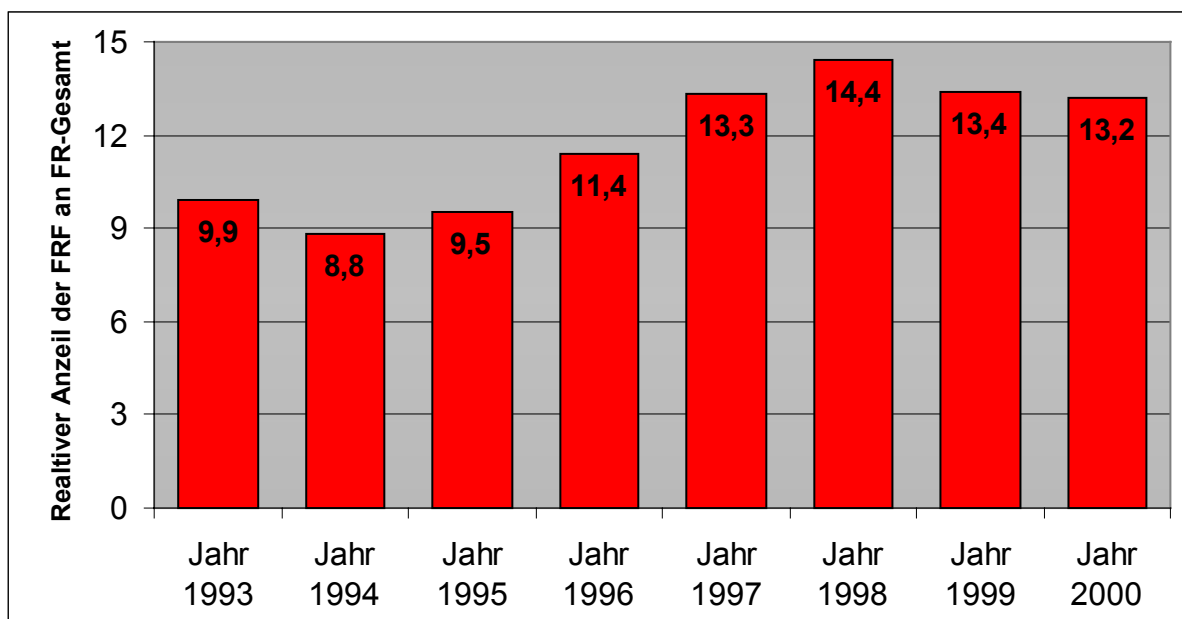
Prozentualer Anteil der FRF hinsichtlich der Gesamt-Fernröntgenaufnahmen in den einzelnen Jahrgängen 1993 – 2000
